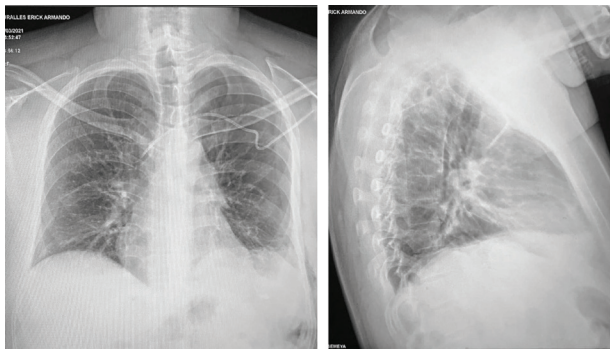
(a y b). Radiografía de torax A-P y lateral previo a egreso.
